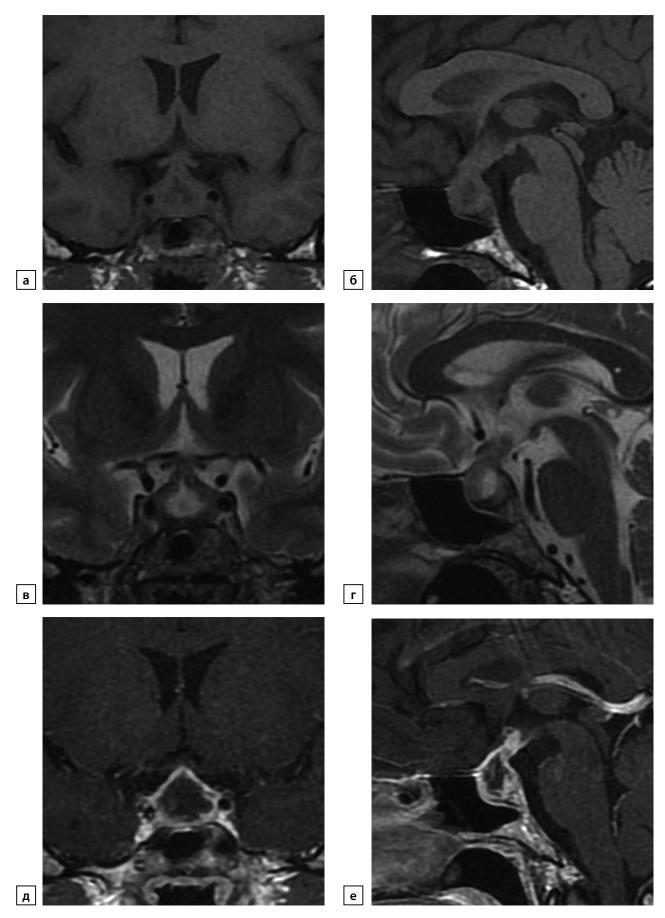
Пациентка Е., 38 лет. Лимфоцитарный гипофизит. Жалобы на выраженные головные боли, нарушение менструации, онемение правой половины лица. По данным МРТ от 24.06.2019: а) Т1-ВИ, корональный срез; б) Т1-ВИ, сагиттальный срез; в) Т2-ВИ, корональный срез; г) Т2-ВИ, сагиттальный срез; д) Т1-ВИ, постконтрастный корональный срез; е) Т1-ВИ, постконтрастный сагиттальный срез. Гипофиз деформирован, имеет выпуклый верхний контур, структура его неоднородна, в центральной части определяется жидкостной компонент размерами 5х7х5,5 мм (инфундибулогипофизит); интенсивное контрастирование определяется по периферии гипофиза. Воронка деформирована, равномерно утолщена до 4,5 мм, неоднородно интенсивно накапливает контрастный препарат. Типичный сигнал от задней доли гипофиза не определяется. Супраселлярная цистерна сужена.
